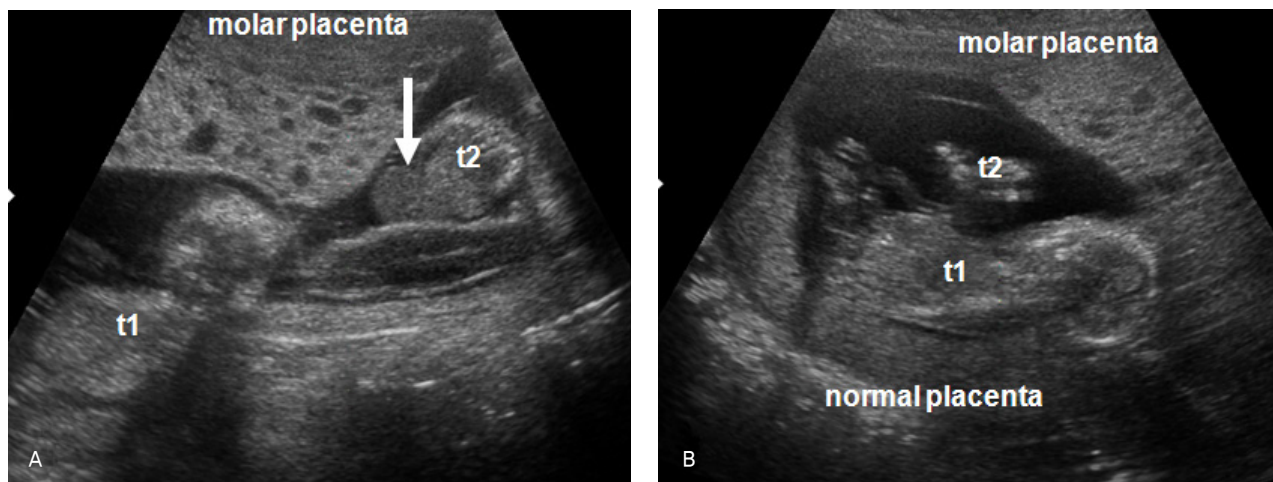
Transabdominal ultrasonographic findings at 14 weeks 3 days of gestation. (A) A uterus contains diffuse multiple hypoechoic cysts. An omphalocele (arrow) is seen. (B) A coexisted live fetus with normal placenta is seen in the uterus. t1: twin 1, t2: twin 2.
